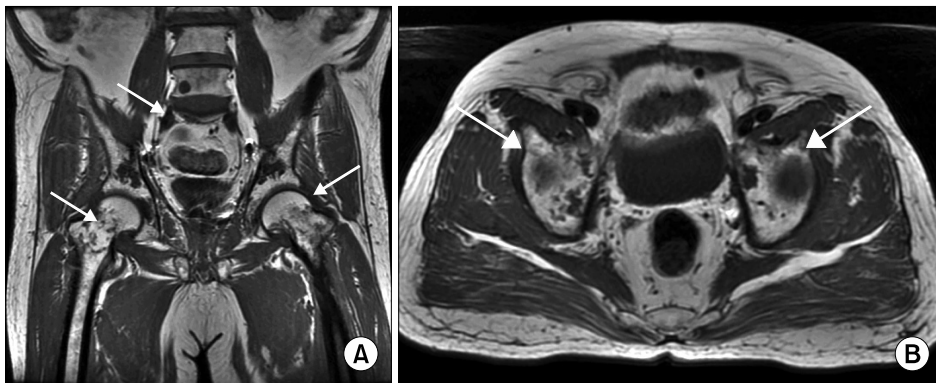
Coronal (A) and axial (B) T-1 wighted pelvic bone MRI shows numerous variable sized (less than 1 cm to 7 cm) round oval to ill-defined patchy marrow signal changes (arrow) involving the L4-5 body and other multiple lesions in pelvic bone, Lesions appear relatively dark signal intensity on T1-wighted image.
